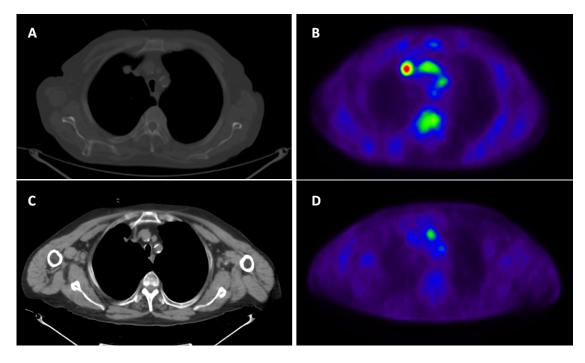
Imágenes TC (A) y PET (B) antes del tratamiento e imágenes de TC (C) y PET (D) un año después del tratamiento.
